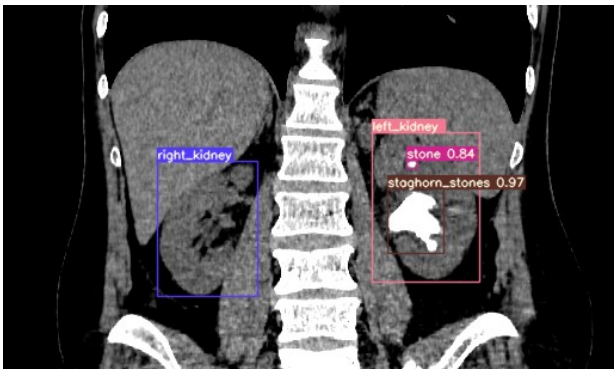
Результат детектирования объектов на изображении КТ
